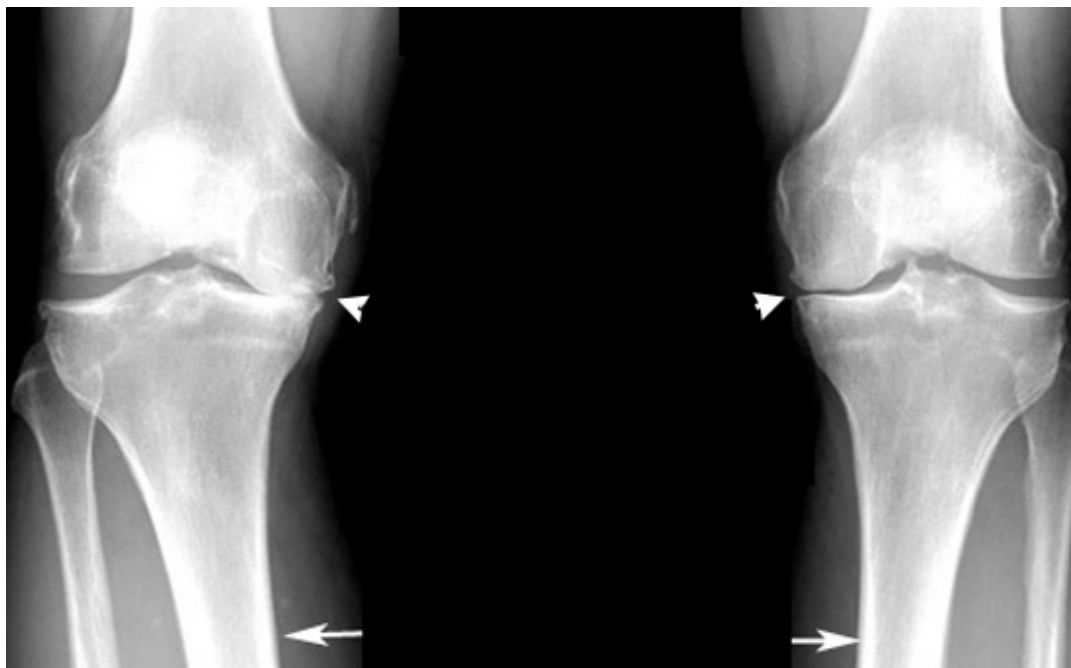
Radiografía anteroposterior de la rodilla donde se aprecia OA del compartimento medial bilateral. La flecha corta muestra una disminución del espacio particular en el compartimento medial de la rodilla. La flecha larga muestra la alineación en varo de ambas tibias.
